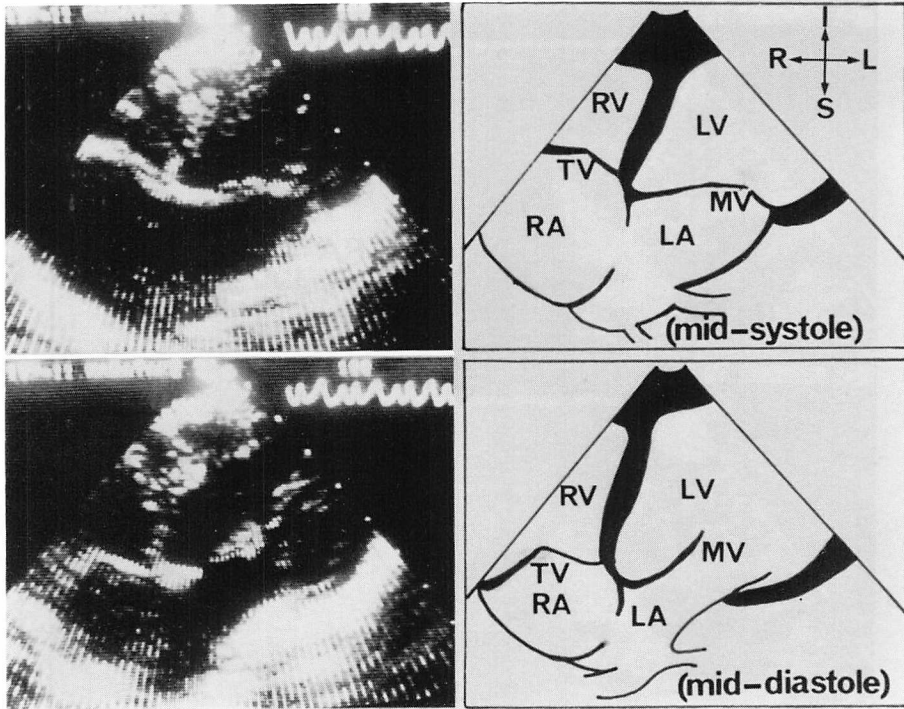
Two-dimensional echocardiograms of Case 2.
